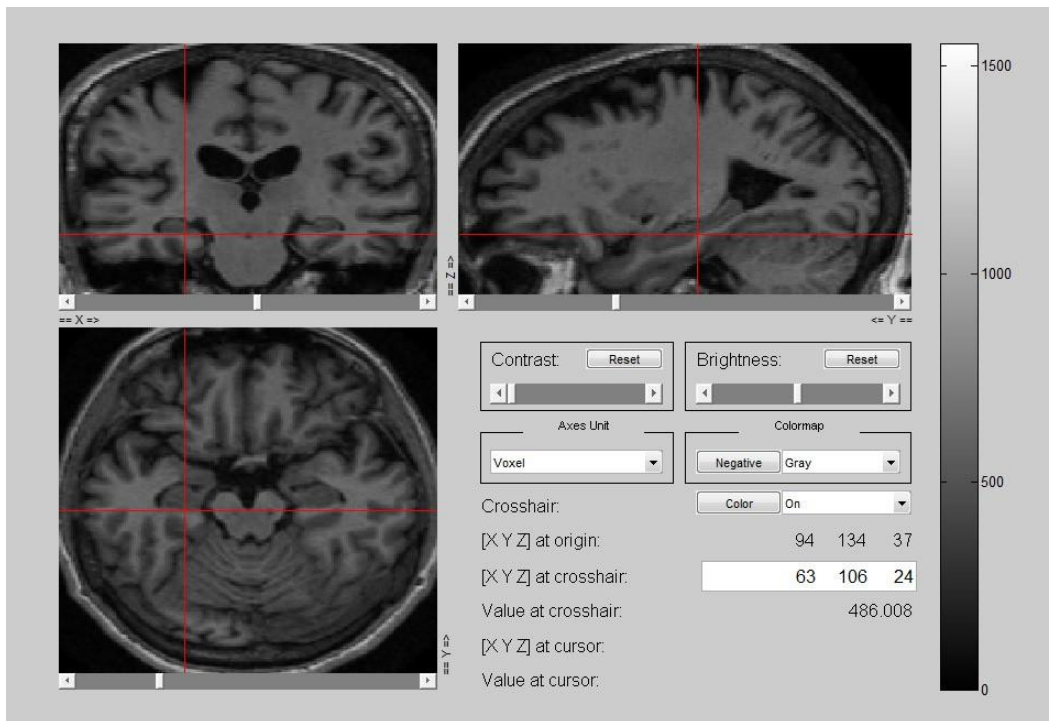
Visualización en 3D de la imagen cerebral tomada por RMN
